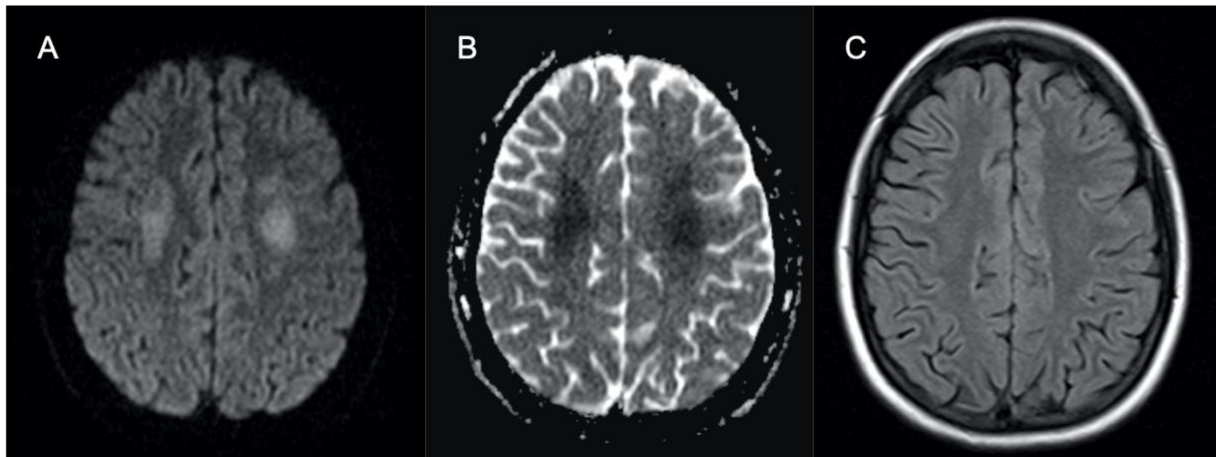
Cas 57 : Adolescente de 14 ans : tétraparésie et paralysie faciale droite d'apparition brutale au cours de la phase d'intensification d'une LAL T (méthotrexate IV et intrathécal). L'IRM montre un hypersignal en diffusion (A) avec restriction sur la cartographie ADC (B) de façon bilatérale et symétrique de la substance blanche profonde des centres semi-ovales. Il existe une faible traduction sur la séquence FLAIR (C) en discret hypersignal. Ces anomalies sont compatibles avec une leucopathie toxique au méthotrexate. La patiente a présenté une régression de sa symptomatologie au bout de 48h.
